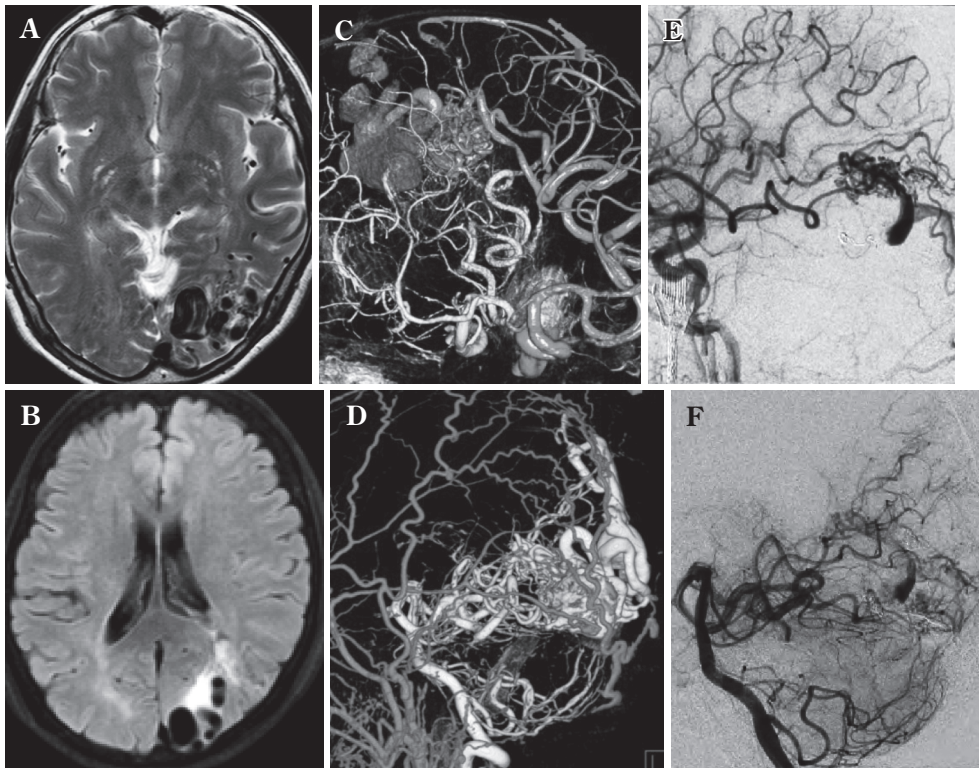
A, B: Preoperative T2 (A) and FLAIR (B) MR images showing the localization of the AVM.
